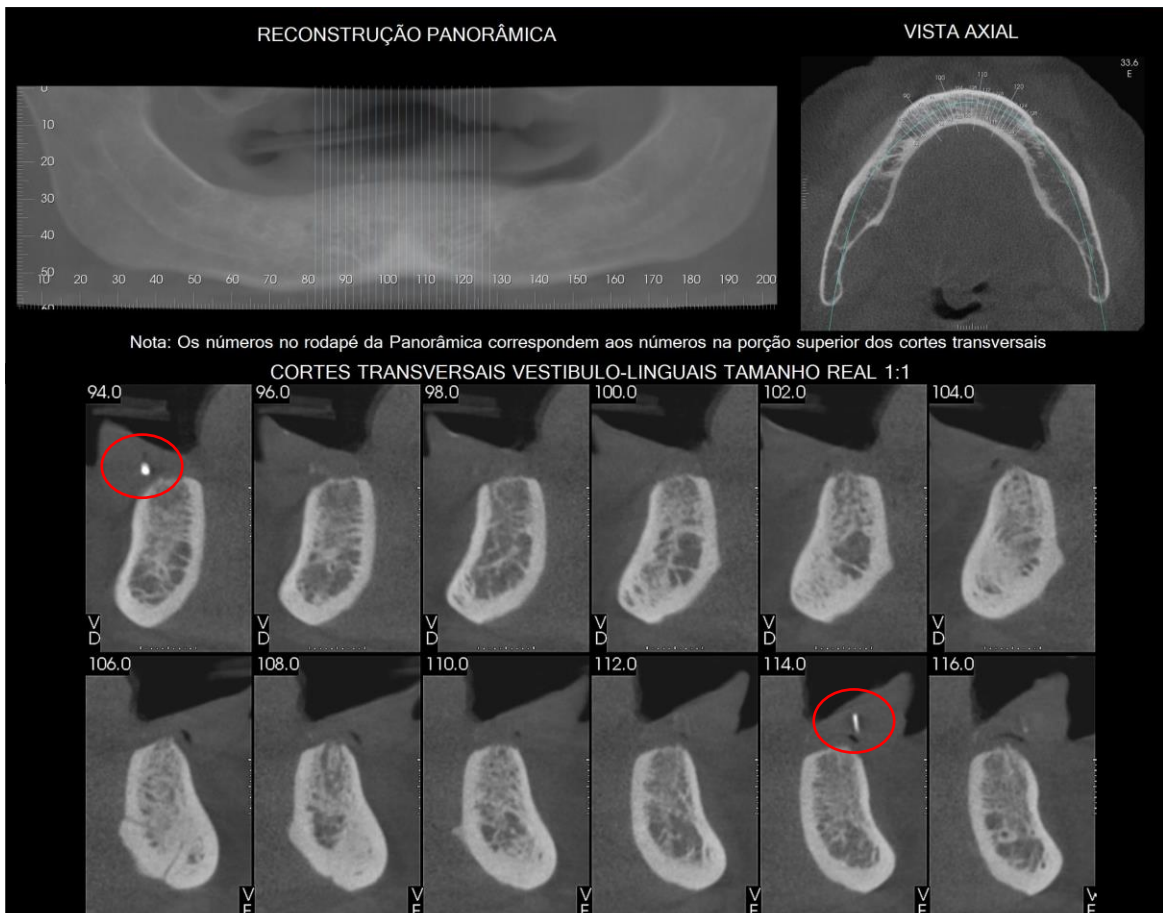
Tomografia feixe cônico de mandíbula para planejamento cirúrgico dos implantes. Círculos: demarcação da distal do canino com guta percha para delimitação da localização dos implantes.
